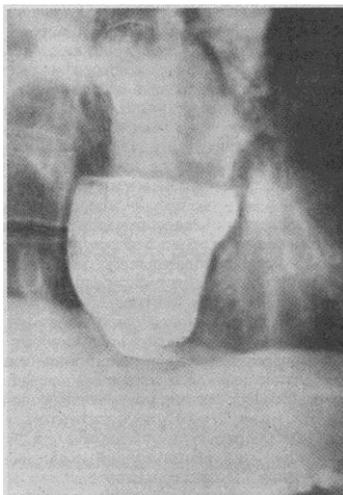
Ахалазия кардии. Рентгенограмма.
